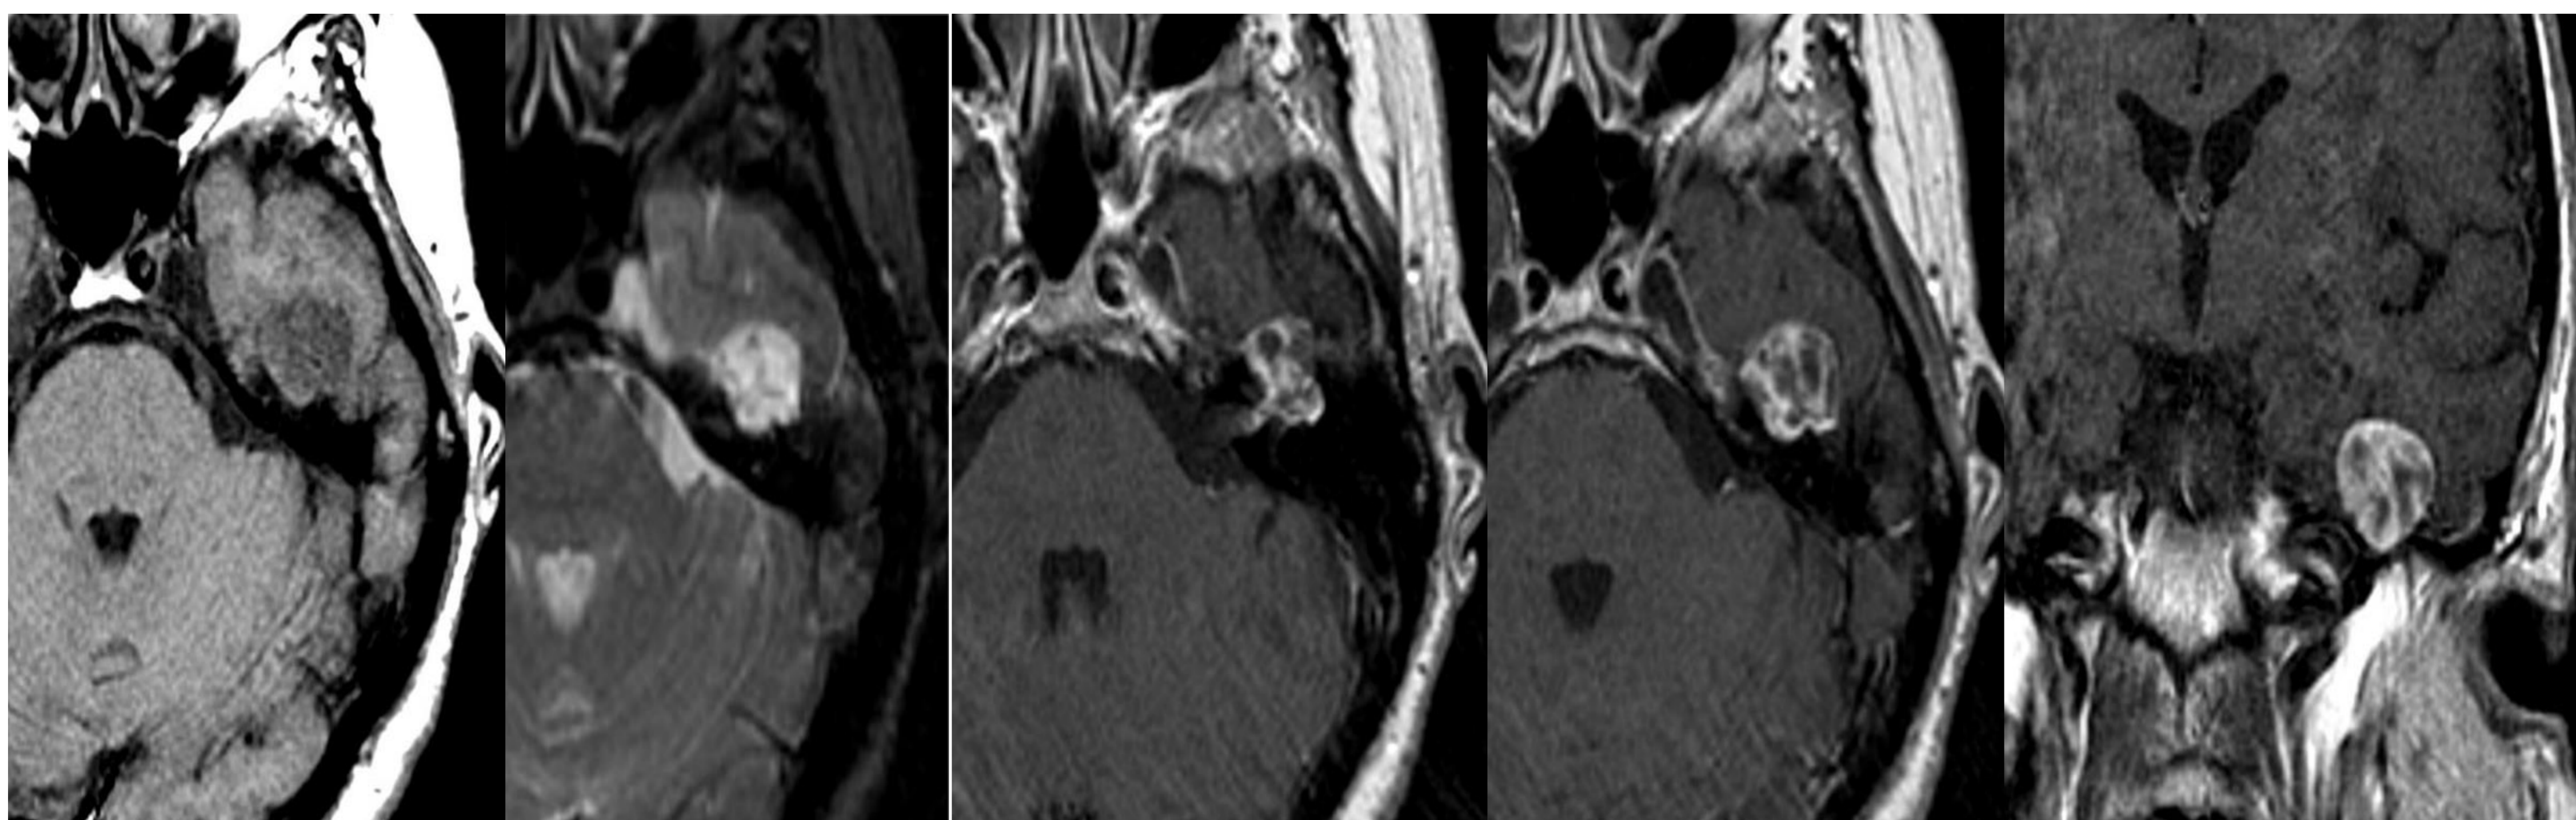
Comportamiento del Schwannoma del facial en RM.
